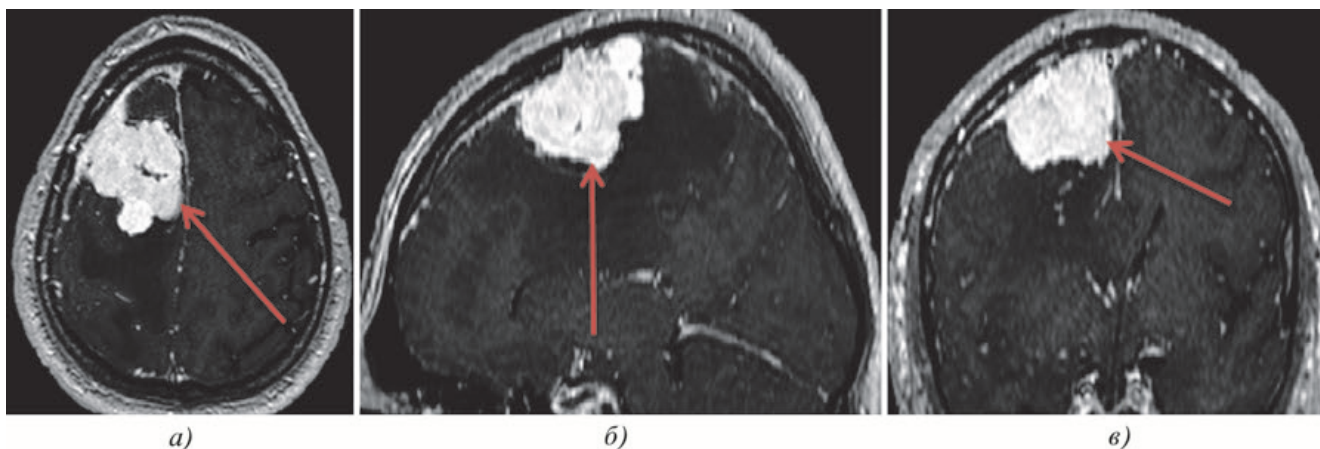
Снимок МРТ головного мозга до операции
